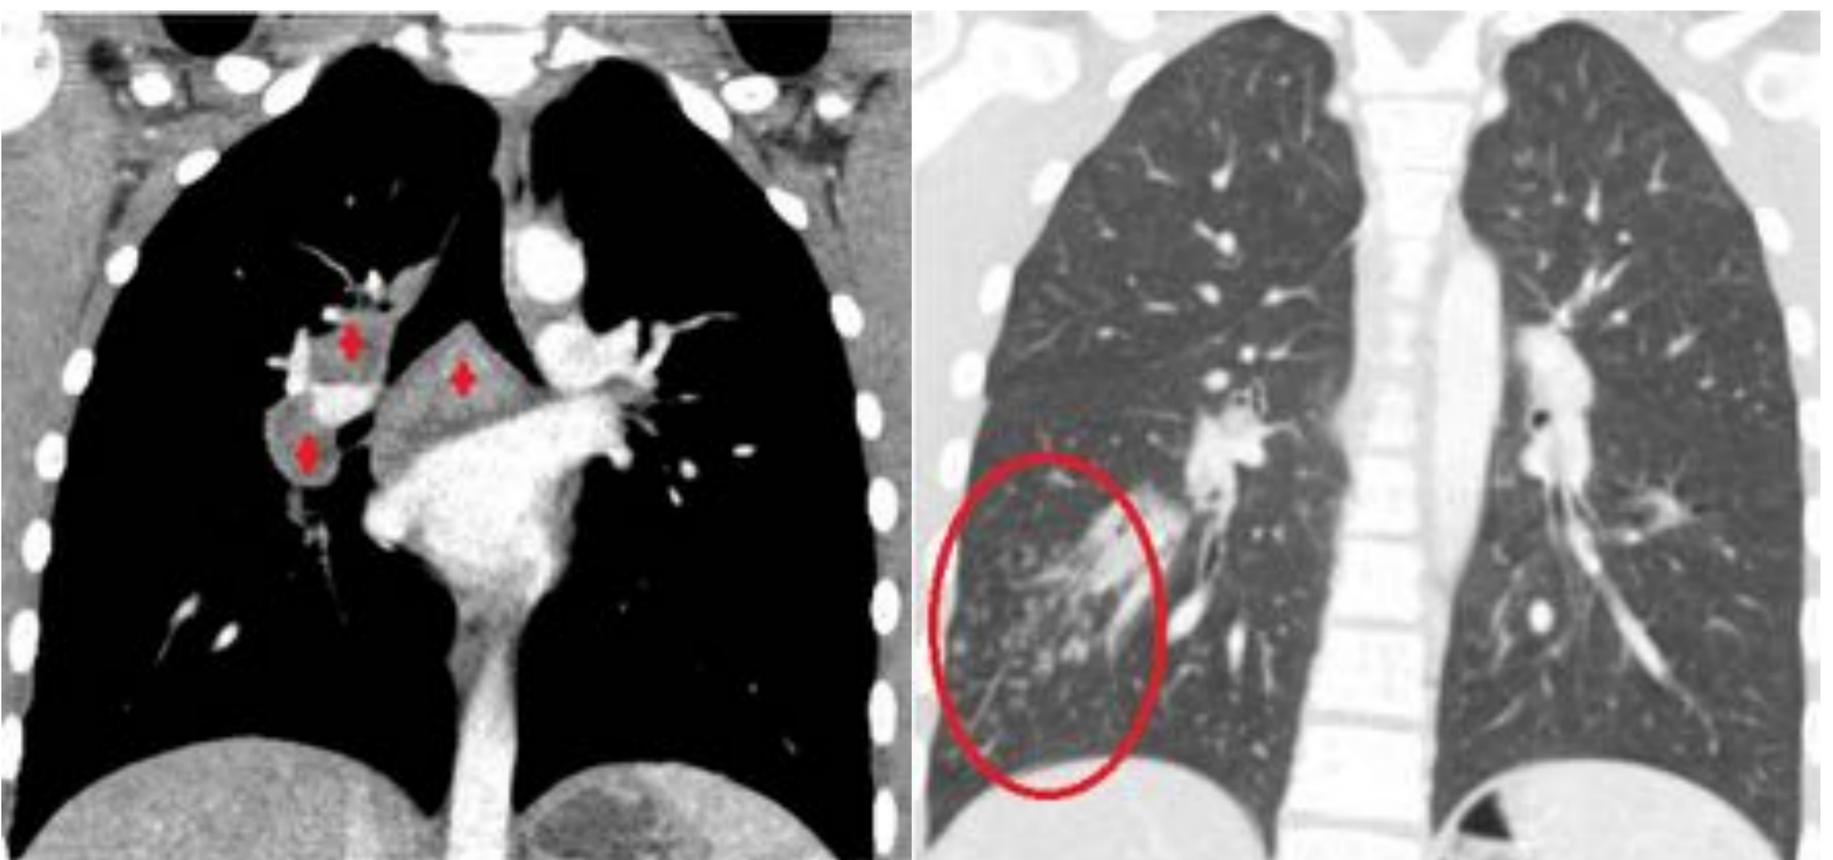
TC correspondiente al paciente anterior. Se confirman las adenopatías hiliares derechas, así como subcarinales (cruces), con centro hipodenso y realce periférico debido a la necrosis caseosa, y la afectación parenquimatosa en el lóbulo inferior derecho con patrón en "árbol en brote" (círculo).
